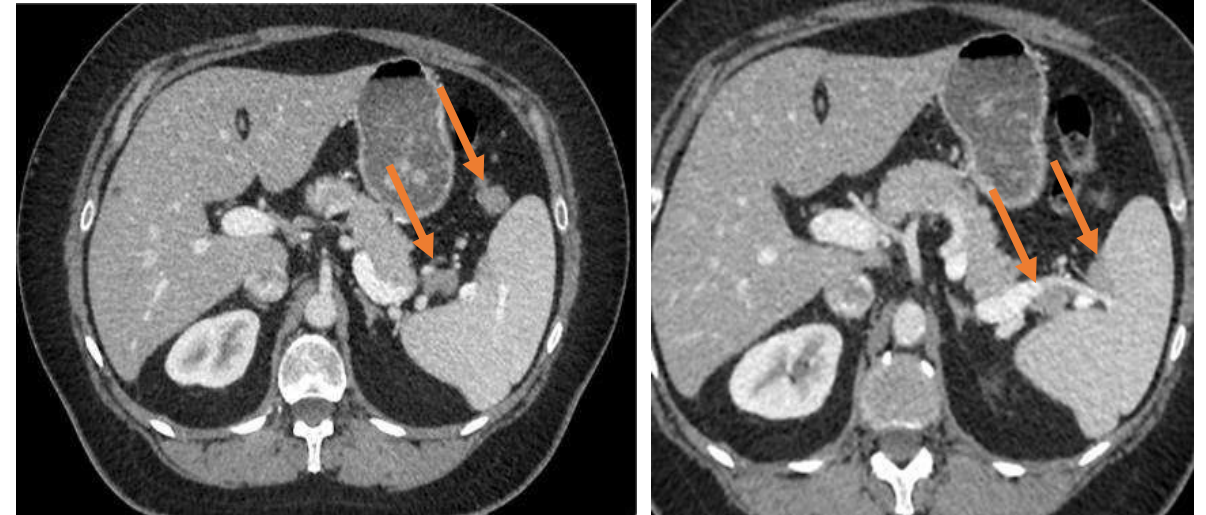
TC con contraste, planos axiales. Las flechas señalan varios implantes esplénicos
